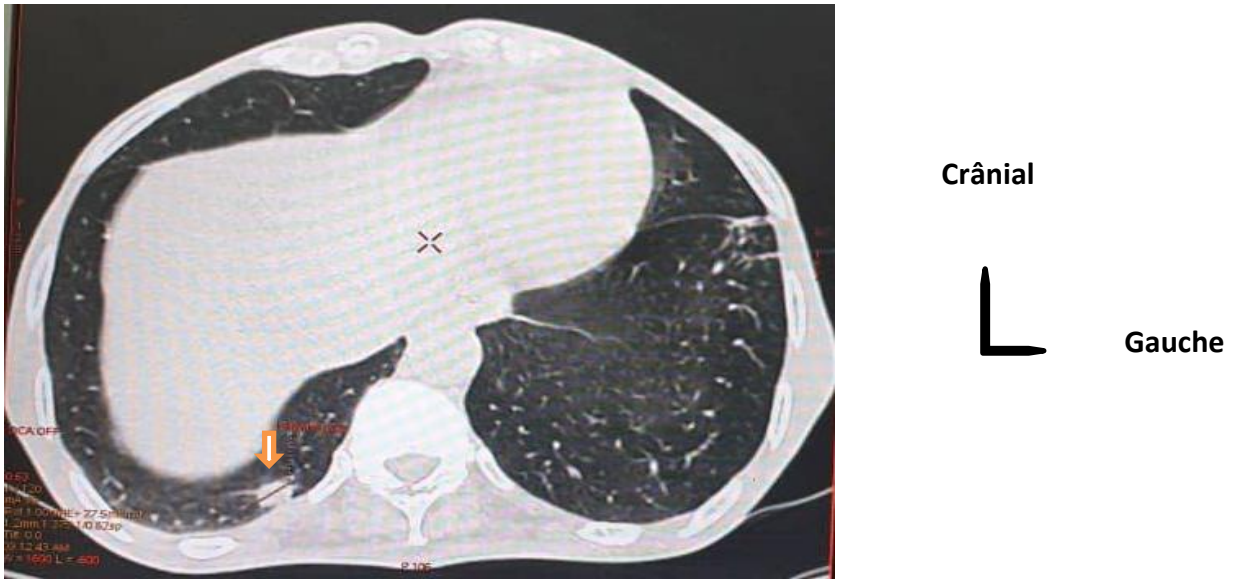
TDM d'un sujet de 56 ans en coupe axiale avec une localisation pulmonaire (nodule pulmonaire hyperdense bien limité au niveau de la base pulmonaire droite flèche blanche) réalisé à la clinique médicales Les ETOILES.
